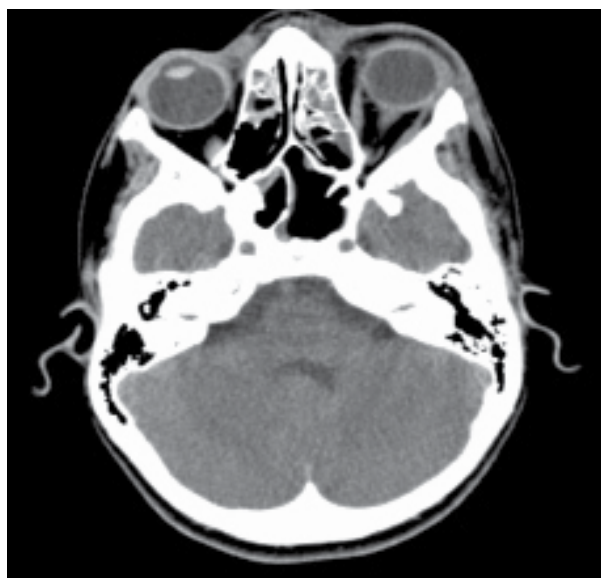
• TC-ce no D6, revelando uma celulite orbitária à esquerda e sinusite etmoidal.
